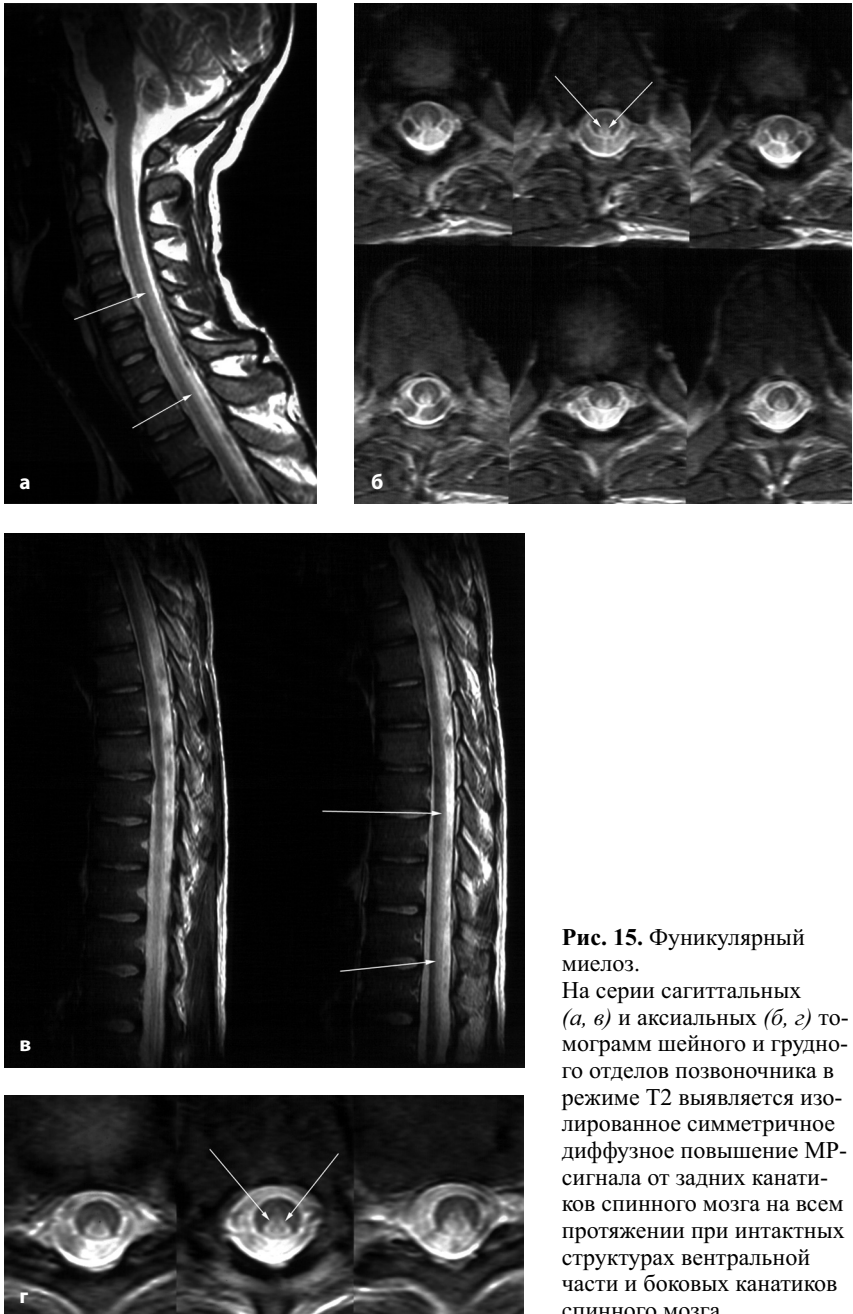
МРТ спинного мозга.
